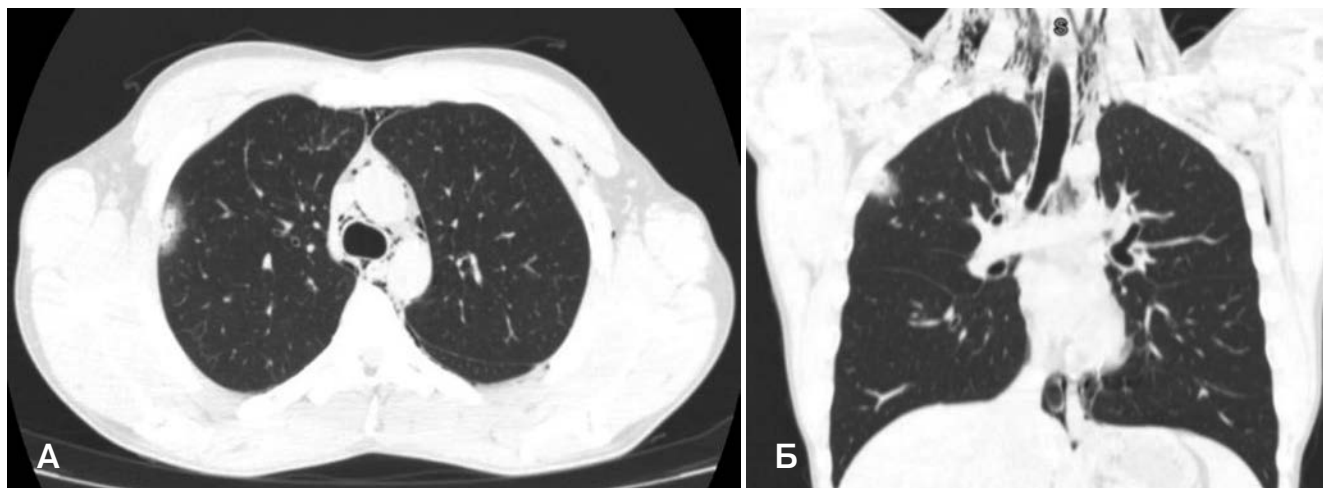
Компьютерная томограмма пациента Ш., 19 лет (А – аксиальный срез, Б – фронтальный срез): эмфизема средостения и мягких тканей шеи на фоне правосторонней очаговой внебольничной пневмонии
